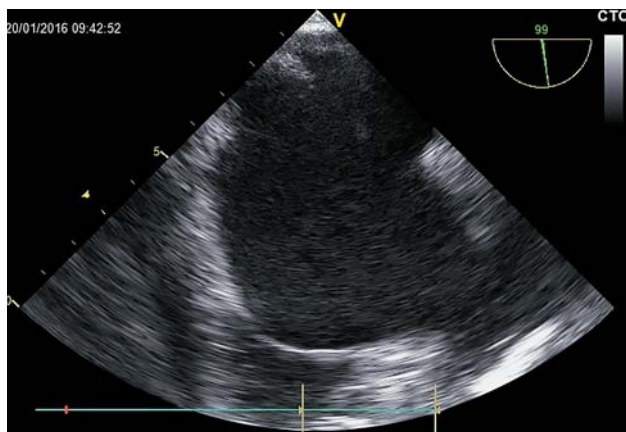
Чреспищеводное эхокардиографическое исследование. При серовальном сканировании межпредсердной перегородки отчетливо визуализируется прерывистость эхосигнала.
